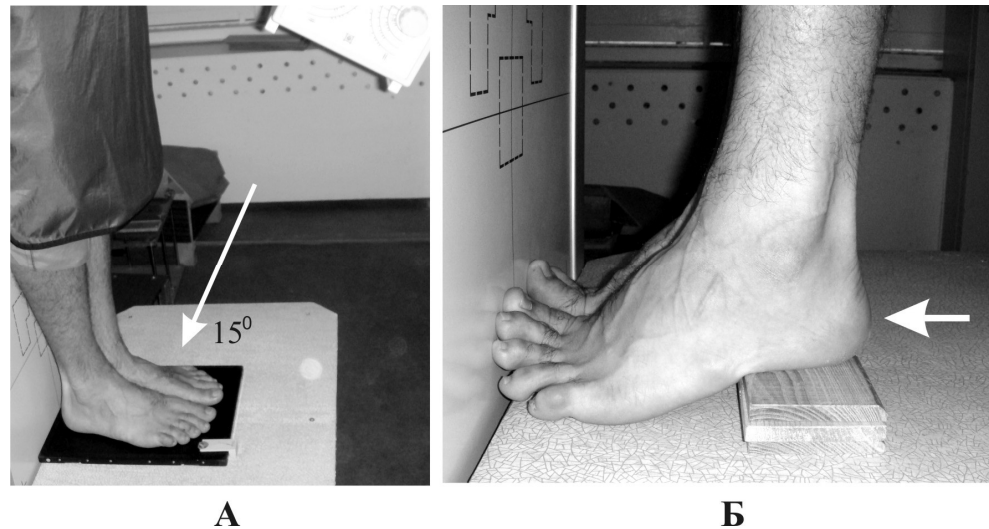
Укладки для рентгенографії переднього відділу стопи при навантаженні: а – в прямій проекції; б – в аксіальній проекції за Д.О. Яременком [22].
